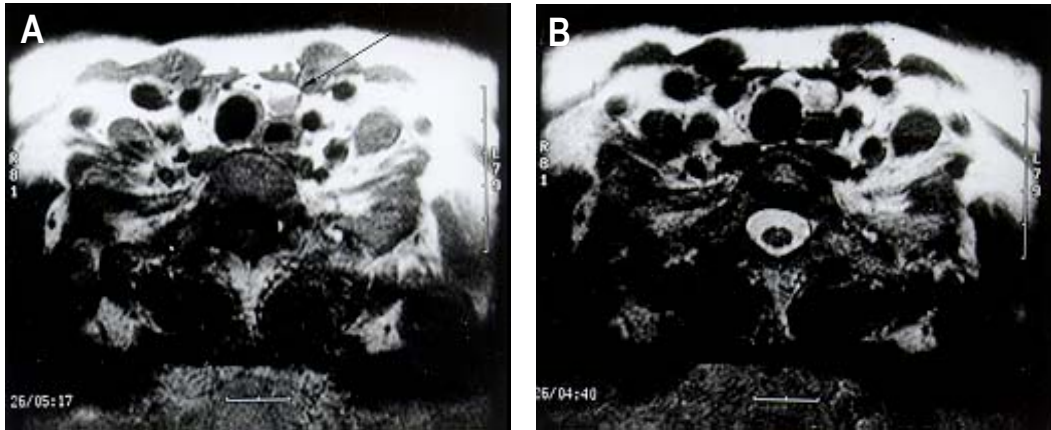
Neck MRI scans show 0.8×0.5cm sized well-defined mass in the medial aspect of the left lower thyroid gland A. Axial T1 weighted scan shows a low signal intensity mass . B. Axial T2 weighted scan shows a 0.8×0.5 cm sized high signal intensity mass
